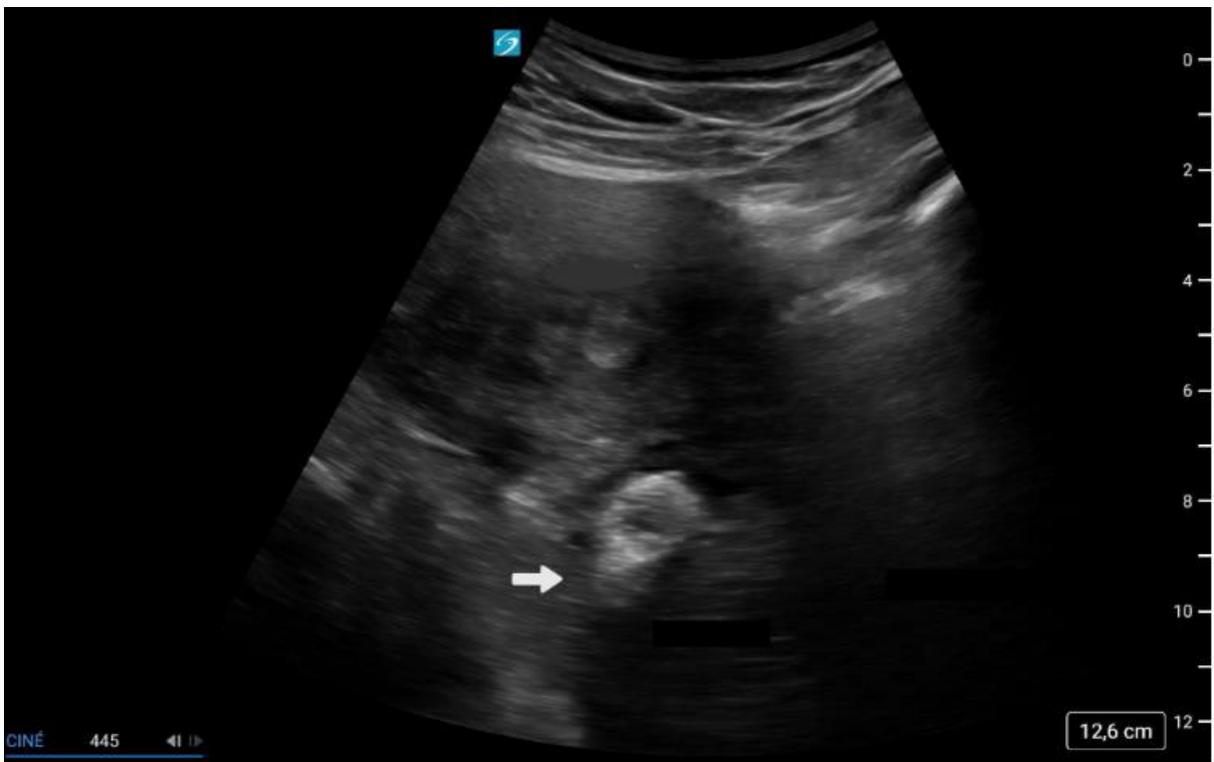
Aspect échographique d'un tissu adipeux mésentérique péri digestif inflammatoire.
